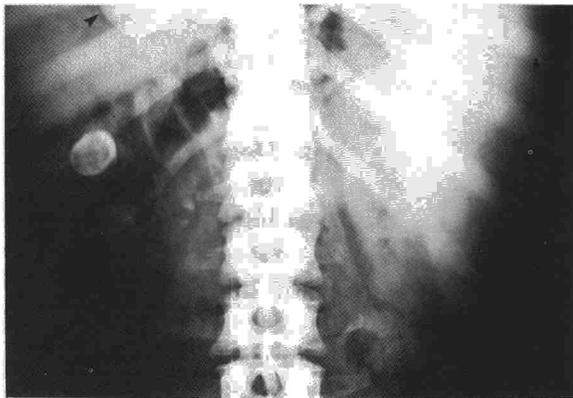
Radiografía simple de abdomen: Se observa una gran esplenomegalia y litiasis vesicular. Masa hematopoyética en la parte más inferior del mediastino (flecha).
